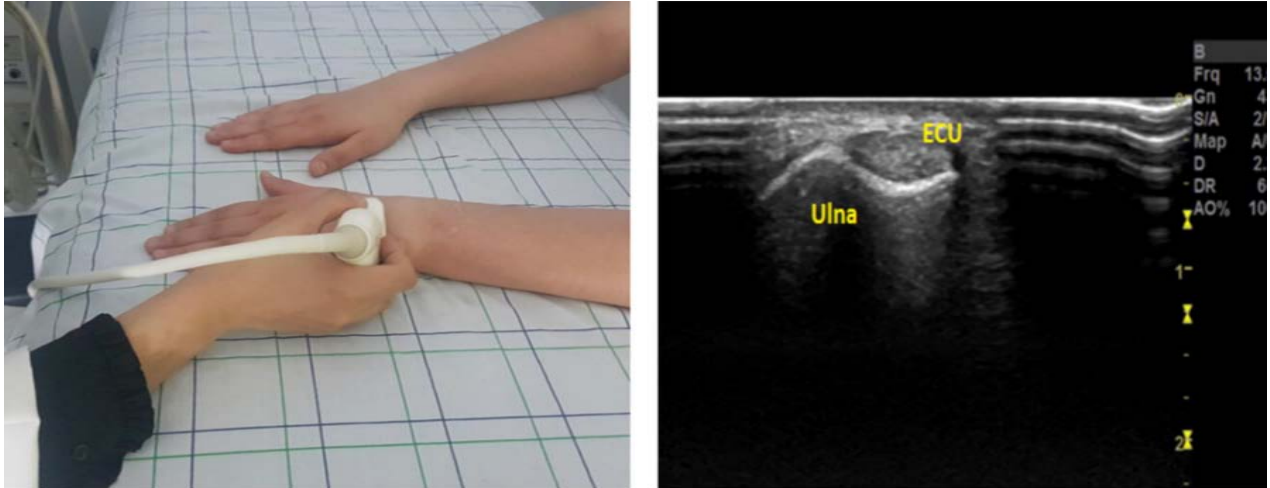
Coupe échographique du 6^{ème} compartiment : ECU: extensor carpi ulnaris
